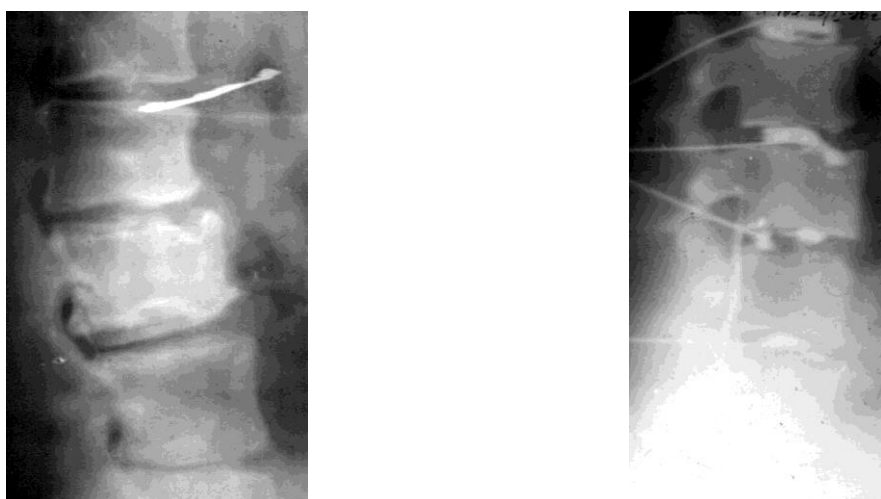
Фотовідбитки рентгенограми та дискограми хворої А. , 67 років (іст. хвороби №67373) у бокових проекціях при поперековій остеоохондропатії.
